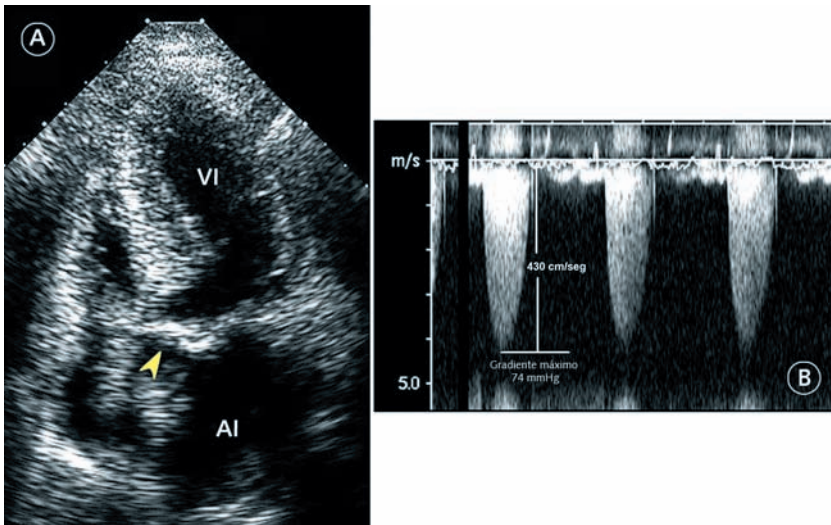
Estenosis valvular aórtica. A) plano apical de cinco cámaras. La flecha indica la válvula aórtica calcificada. B) muestra el espectro del Doppler continuo que marca una velocidad máxima de 430 mmHg. Según el teorema de Bernouilli correspondería a un gradiente máximo instantáneo de 74 mmHg compatible con una estenosis aórtica severa. AI: aurícula izquierda; VI: ventrículo izquierdo.
